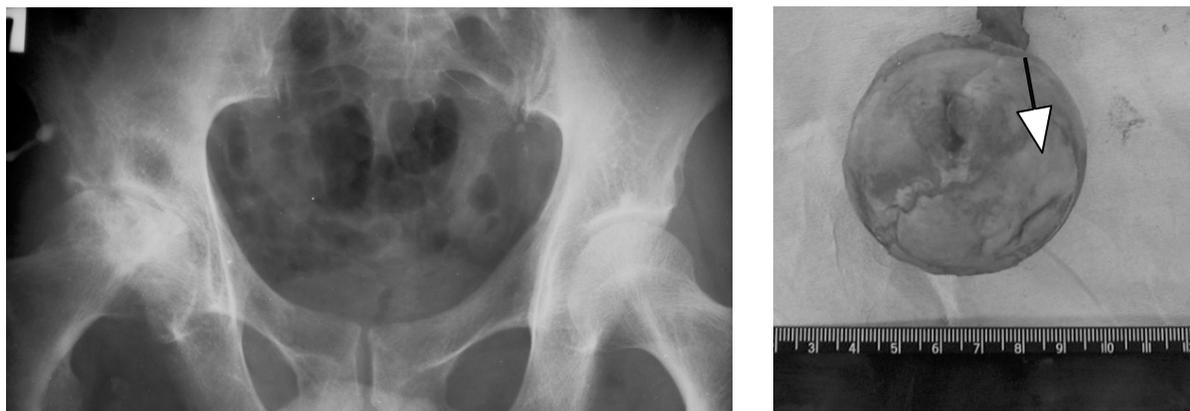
На рентгенограмме и препарате головки бедренной кости одного и того же пациента определяется зона асептического некроза, с признаками импрессии (операция – эндопротезирование правого ТБС).
